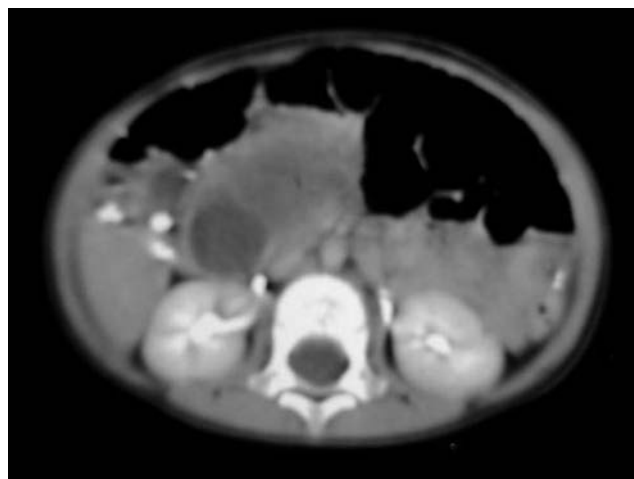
Tomografía de abdomen con contraste intravenoso: tumor hipodenso de bordes definidos con densidad de líquido en la topografía del páncreas. Diagnóstico: tumor pseudopapilar del páncreas.
